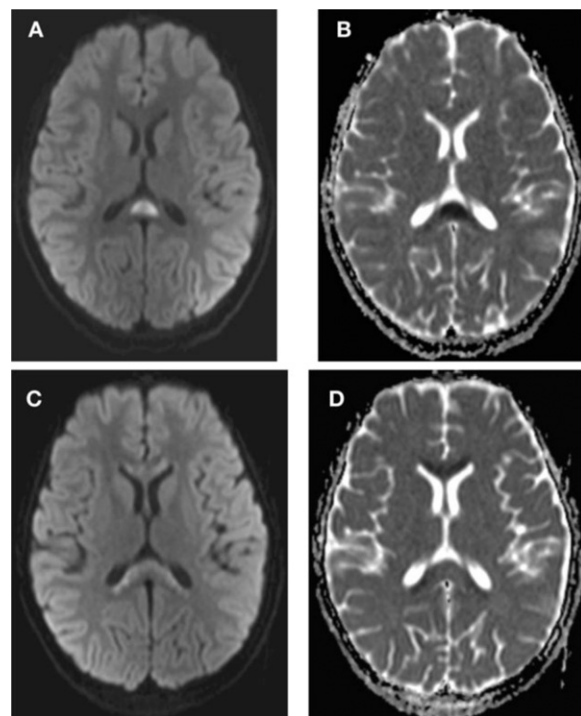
IRM initiale montrant une lésion de type 1 du SCC en hyper signal diffusion (A) avec restriction du CDA (B). IRM de contrôle à 11 jours (C, D) réalisée en raison de trouble de la conscience, montrant une extension à la partie antérieure du CC (type 3).
